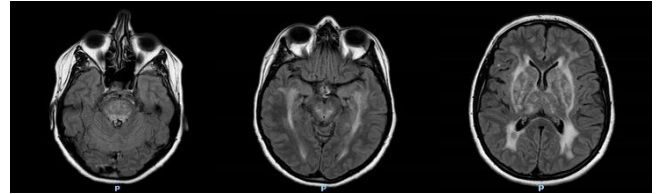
RMN cerebral sin contraste del caso índice (secuencia FLAIR en plano axial).
